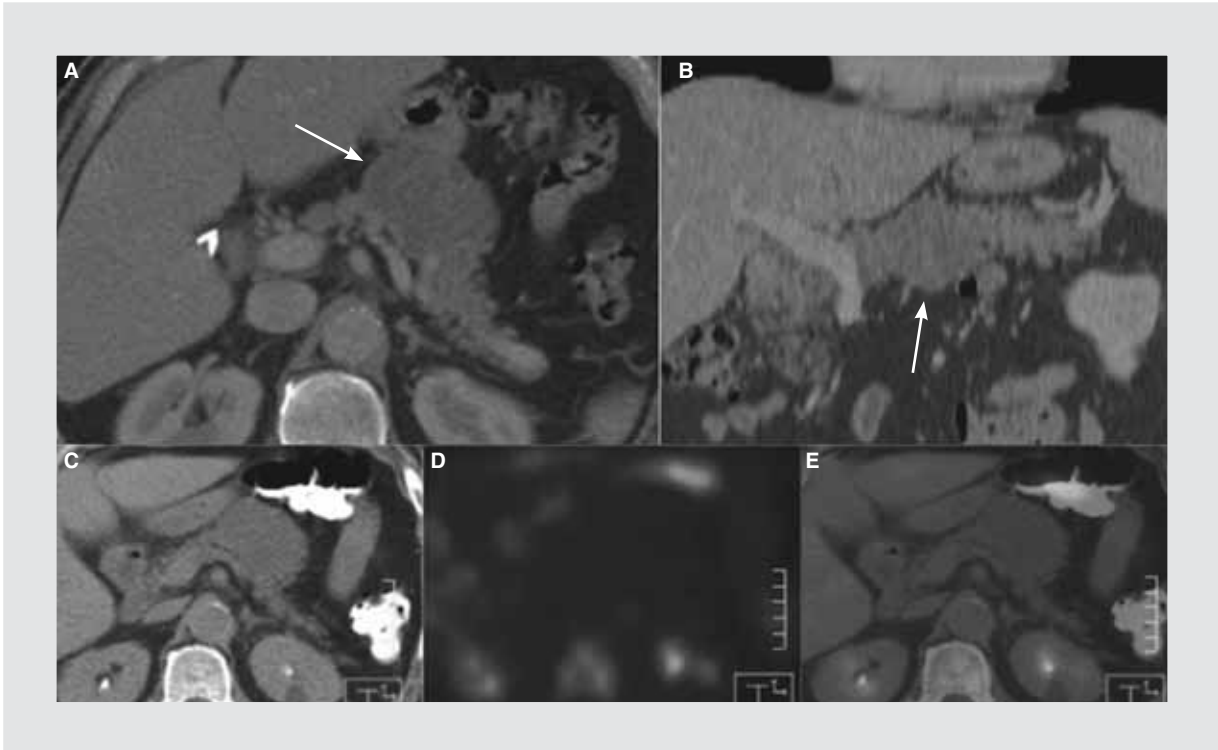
Hombre de 75 años con síndrome doloroso abdominal crónico y masa palpable en epigástrico. Imágenes en RMP axial (A) y coronal (B) en fase venosa, y PET-CT con 18-FDG (C, D, E), que demuestran lesión redondeada con patrón de atenuación líquido en el cuerpo del páncreas y septos finos en su interior (flechas). No hay captación de FDG. La lesión fue categorizada como CAS por TCMD y se confirmó por patología.
